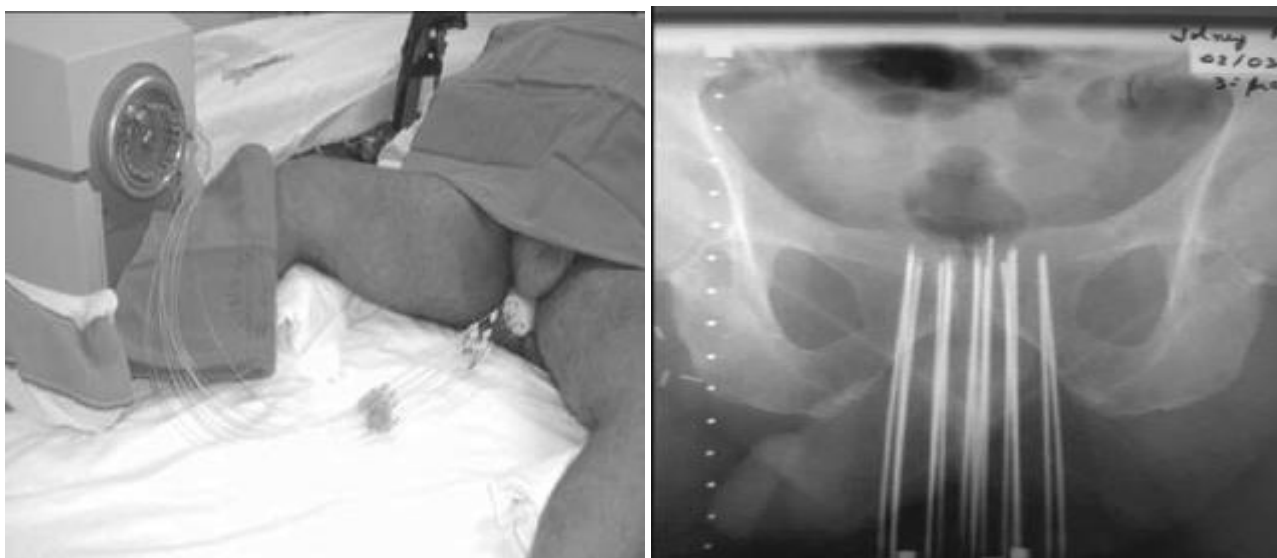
Fonte de irídio 192 em funcionamento guiado pelo o template, e radiografia em Antero posterior da localização das agulhas.
